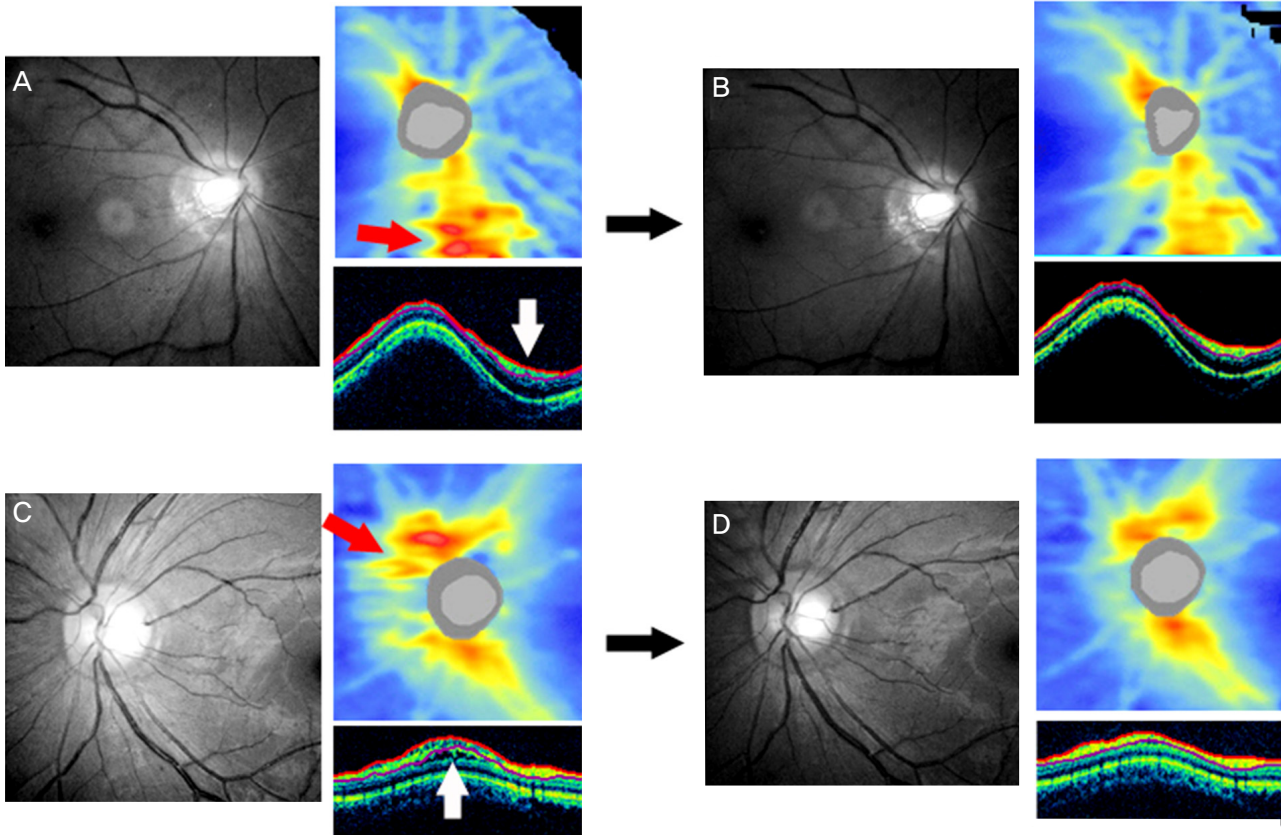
Fundus photographs, optical coherence tomography (OCT) images of eyes with peripapillary retinoschisis (A & B, case 5; C & D, case 6) at the time of retinoschisis formation (A, C) and after the spontaneous decrease in retinoschisis (B, D). Retinoschisis is observed in cross-sectional circumpapillary retinal nerve fiber layer (RNFL) images obtained by OCT (white arrows). OCT RNFL thickness maps show transient increase in RNFL thickness (red arrows).
